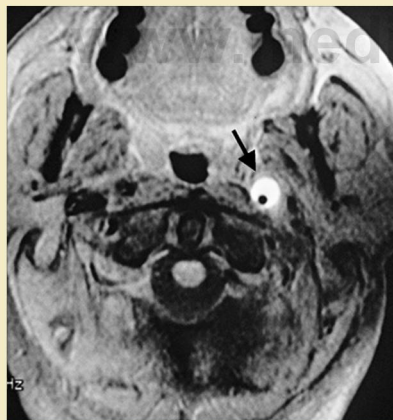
RM axial en T1 que muestra depósito de hemosiderina en forma de «cuarto creciente» (*flecha*) en la pared de una disección carotídea con un estrechamiento en la luz arterial.
